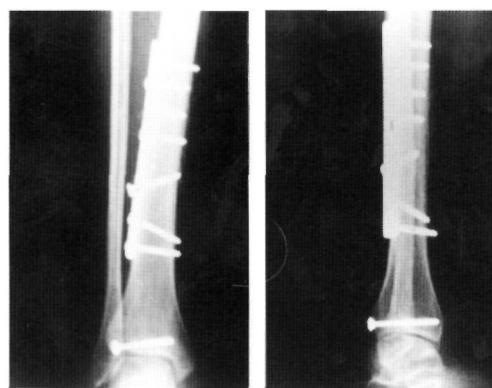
Radiografías en las que se muestran la fractura espiroidea de la tibia asociada a una epifisiolisis triplana del extremo distal de la tibia.
